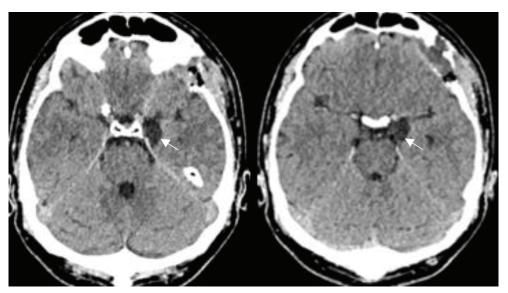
МСКТ головного мозга пациента Д. Стрелкой указано ложе удаленной каверномы Fig. 7. MSCT of the brain of patient D. The arrow indicates the bed of the removed cavernoma
